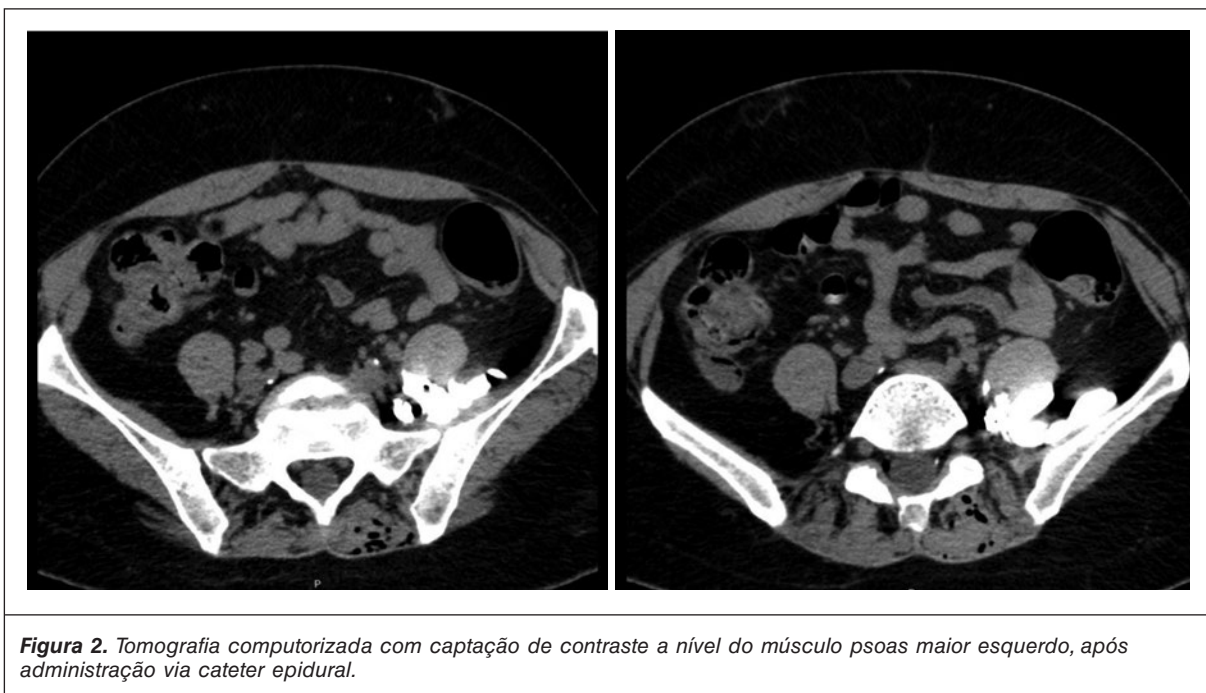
Tomografia computadorizada com captação de contraste a nível do músculo psoas maior esquerdo, após administração via cateter epidural.
